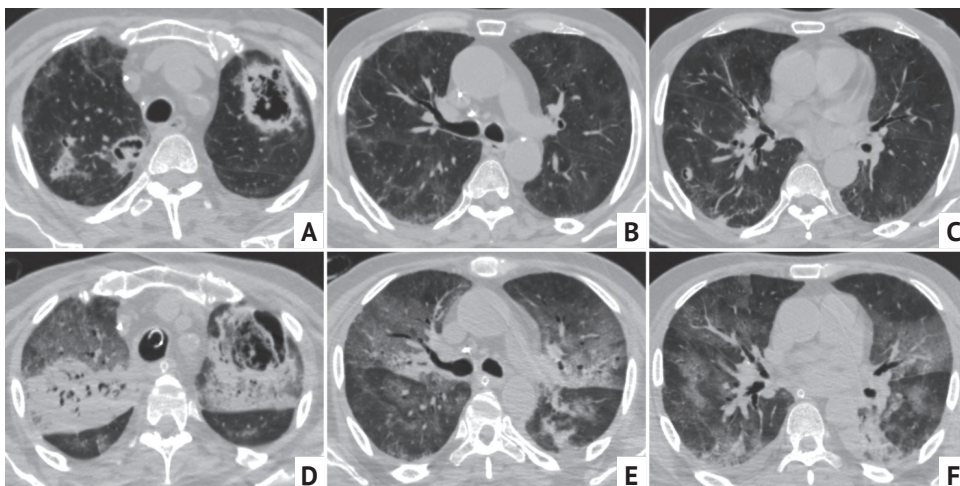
Пациент 68 лет, компьютерная томограмма органов грудной клетки в аксиальной проекции (А–С) от 13.09.2020 и 21.09.2020 (D–F) на соответствующих уровнях. У пациента с декомпенсированным сахарным диабетом после перенесенной инфекции COVID-19 в легких появились полости распада эмболического типа (диагностирован инфекционный эндокардит), отрицательная динамика — развитие острого респираторного дистресс-синдрома на фоне клебсиеллезного сепсиса (полирезистентная *Klebsiella pneumoniae*) в виде появления обширных зон «матового стекла» и консолидаций
